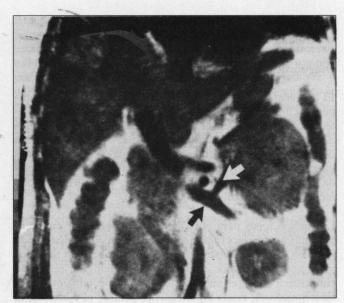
Resonancia magnética nuclear del mismo tumor. La flecha blanca señala la vena adrenal izquierda y la negra, la vena renal izquierda. Ninguna de las dos muestra invasión.
